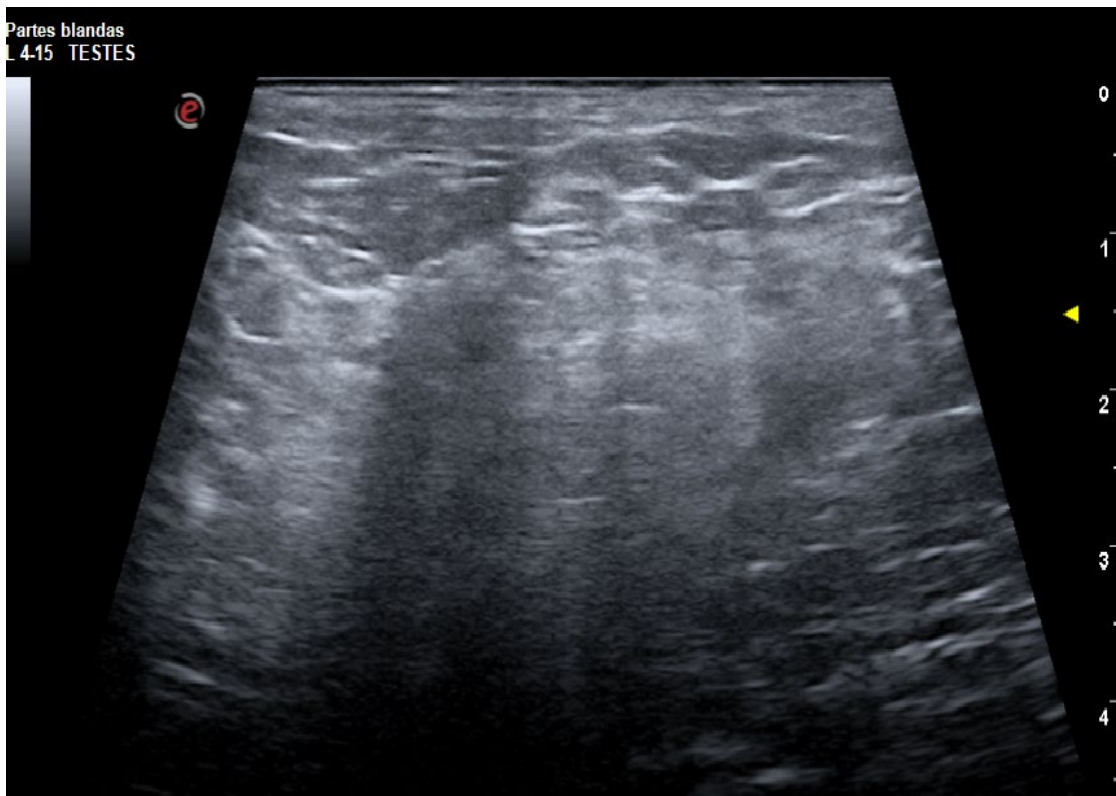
Figura número 8. Sonda lineal. Plano longitudinal. Ecografía testicular que muestra contenido herniario.
